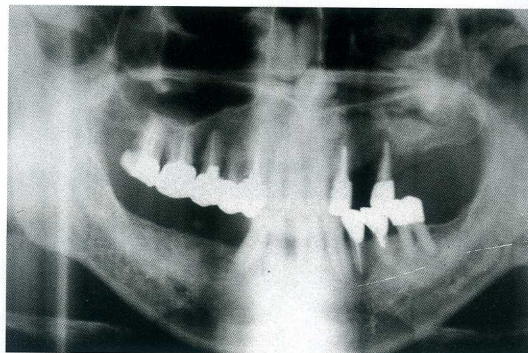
初診時のパントモX線写真。上顎左側第2小臼歯は周囲に大きな骨欠損があり、保存は困難と診断。
